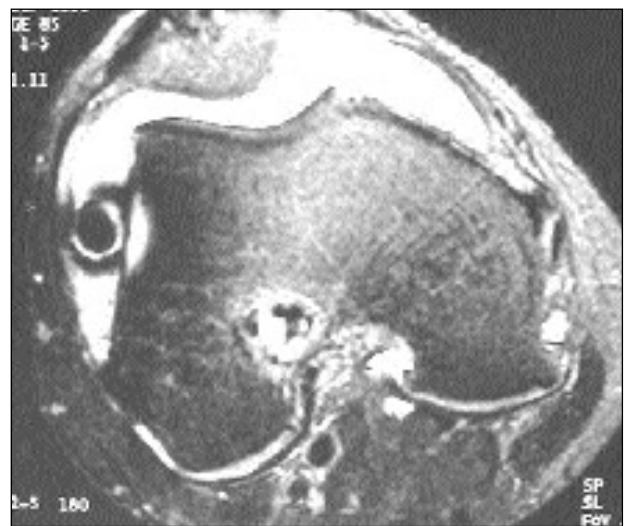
B: Resonancia magnética. B) corte axial: ubicación intraarticular del tornillo interferencial en la gotera externa.
